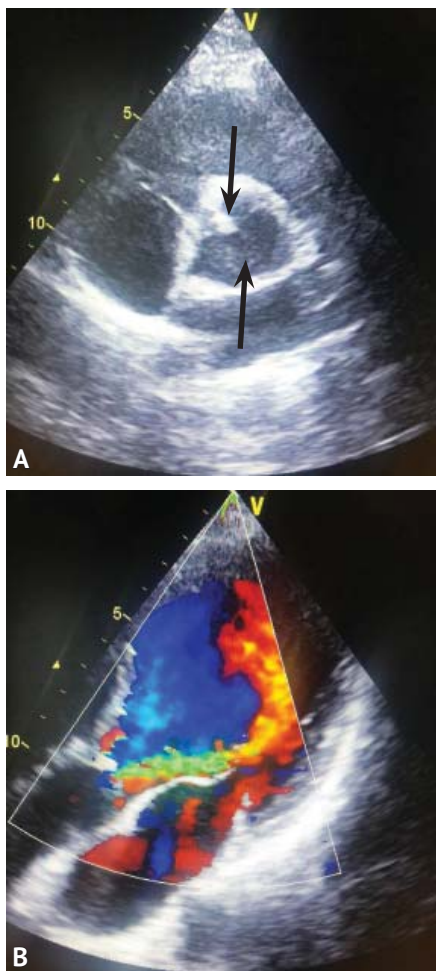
Эхокардиография до операции: А — парастеральная позиция, короткая ось. Визуализируются две створки клапана неоаорты с включениями кальция в области комиссуры; В — апикальная 5-тикамерная позиция. Аортальная регургитация 3-й степени
